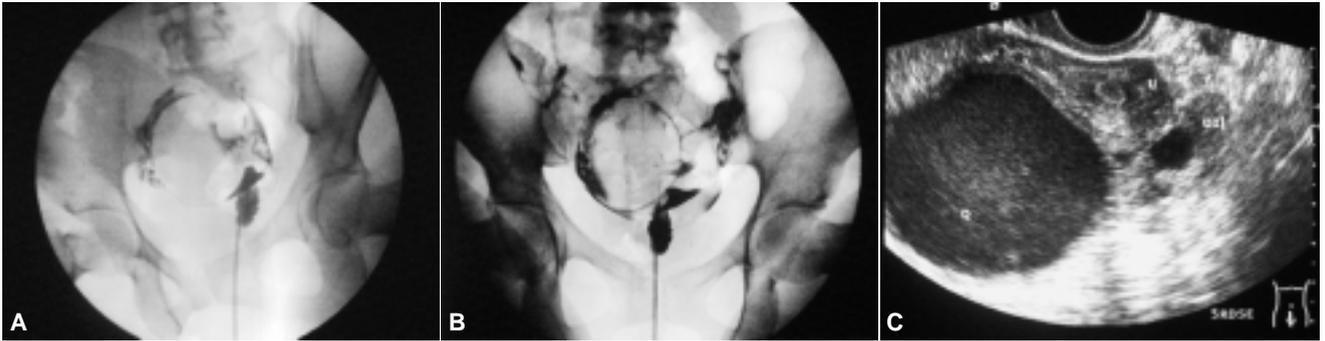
A) Se observa paso del medio de contraste a la cavidad pélvica por ambas tubas, el medio delimita lesión ovoidal. B) La lesión se delimita en sus bordes anterior y posterior con rechazo del cuerpo del útero a la izquierda. C) El ultrasonido tras vaginal confirma la presencia de quiste endometriósico dependiente del ovario derecho.
